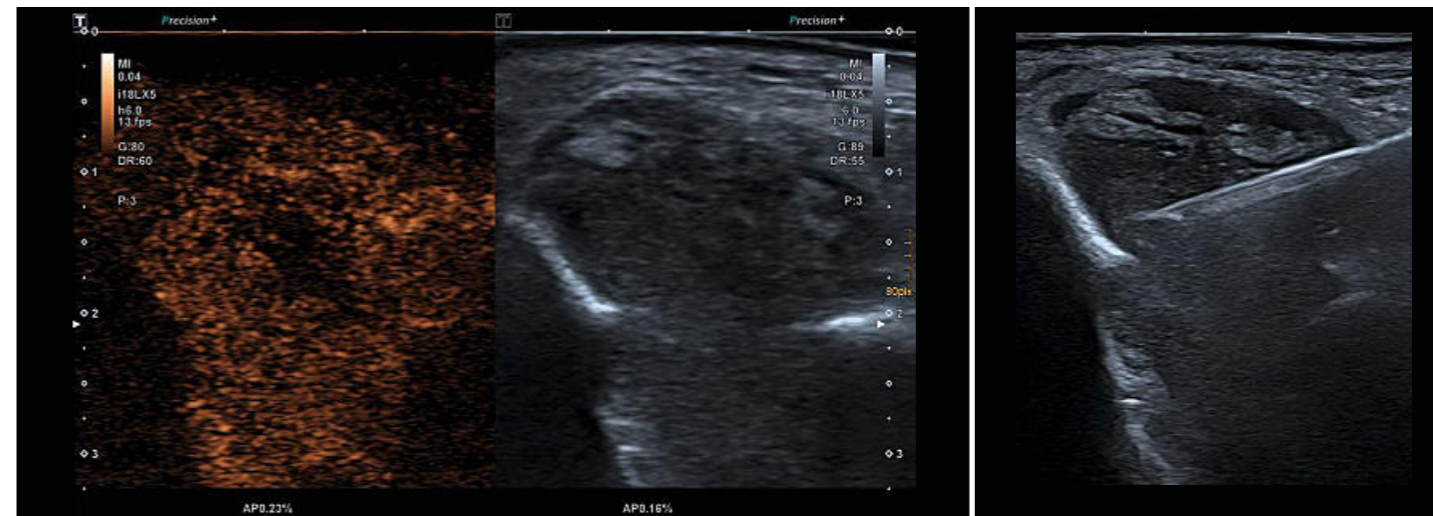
Kontrastmittelsonographie
